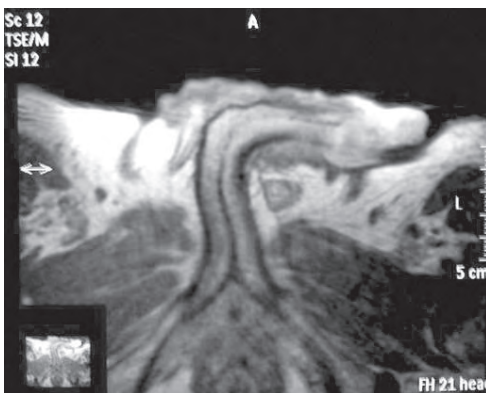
Imagen de resonancia magnética, donde se aprecia: lesión en glande, con afectación uretra distal, sin afectación aparente al cuerpo del pene.
